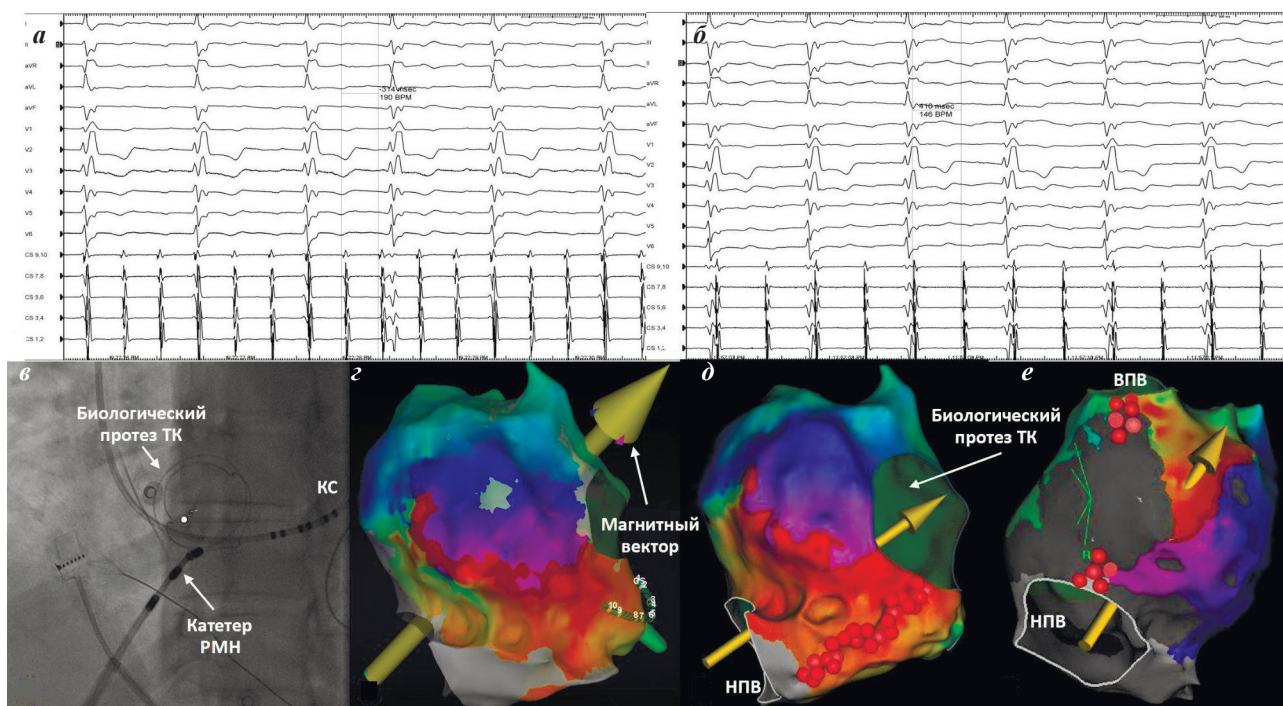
Внутрисердечная эндограмма с коронарного синуса при двух типах трепетания предсердий (а, б) и процедура абляции с использованием роботизированной магнитной навигацией (в-г): в - рентгеноскопический вид катетера для роботизированной магнитной навигации, установленного в области биологического протеза трикуспидального клапана; г, д - 3D анатомическая реконструкция правого предсердия с активационной картой и абляцией трепетания предсердий с вовлечением протеза трикуспидального клапана (ДЦ 314 мс); е - биполярная карта правого предсердия с трепетанием предсердий в области боковой стенки правого предсердий (ДЦ 410 мс), где красная зона - область наиболее ранней активации; синяя зона - область поздней активации; зона между красным и синим представляет собой целевую область «Early Meets Late»; серая зона - низковольтная область (область рубца); красные точки - абляционное воздействие; РМН - роботизированная магнитная навигация; КС - коронарный синус; ВПВ - верхняя полая вена; НПВ - нижняя полая вена; ТК - трехстворчатый клапан.
